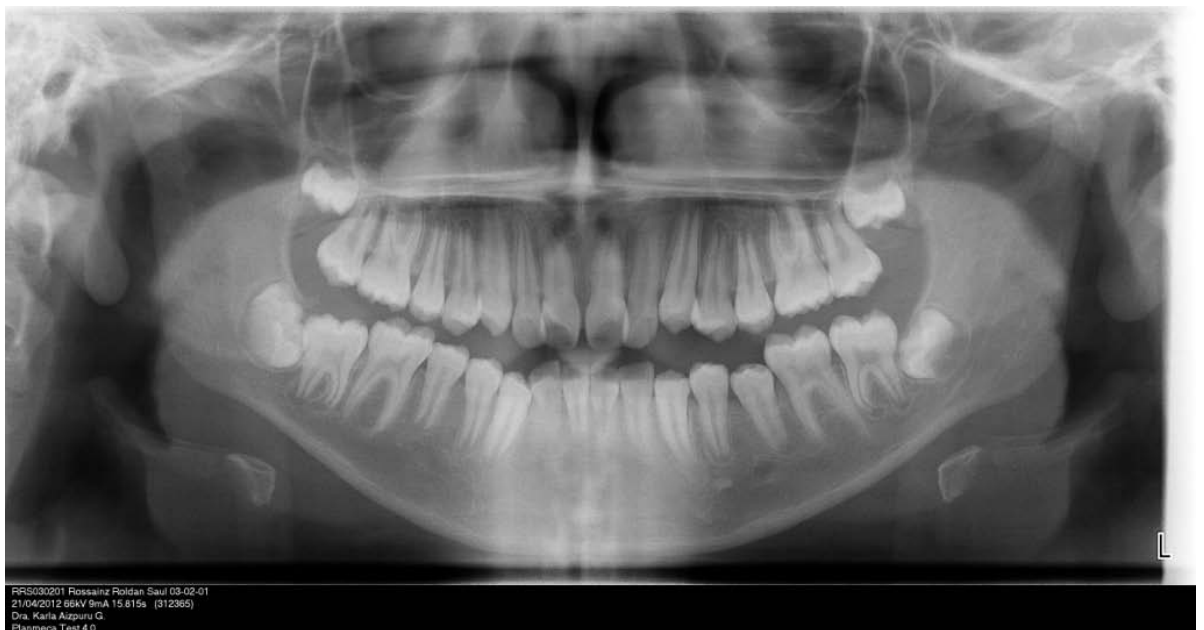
Fotografía de Radiografía Panorámica u ortopantomografía de paciente.
